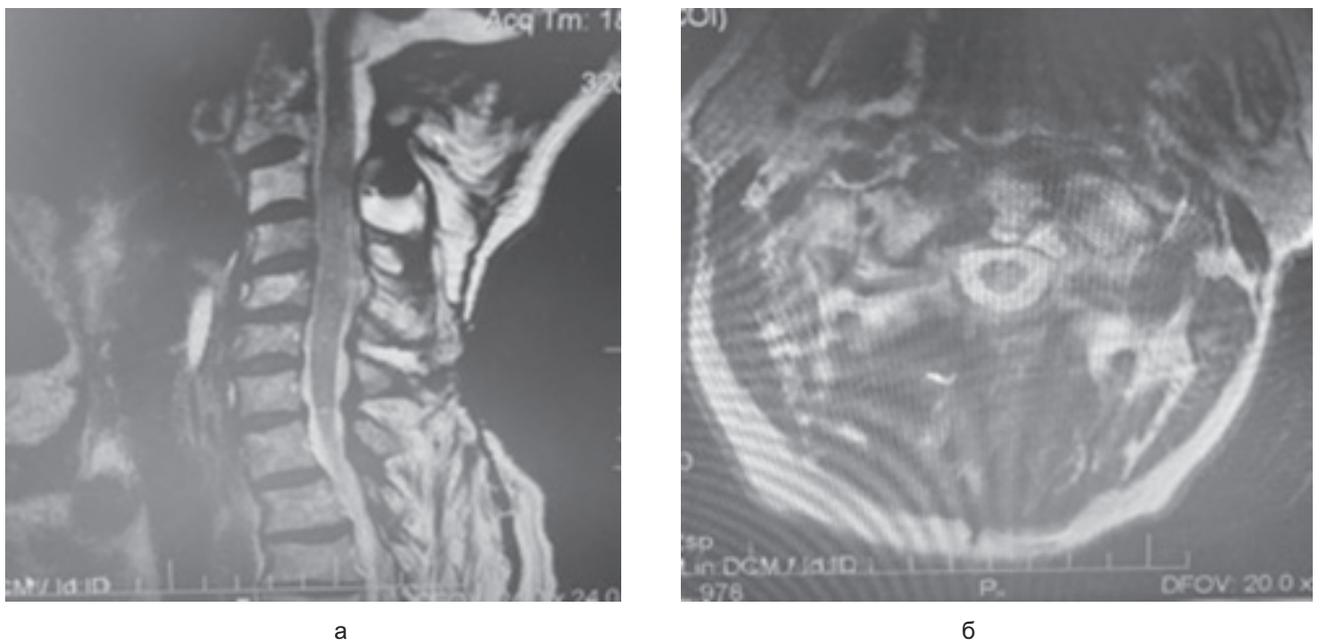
Контрольная T2-взвешанная МРТ шейного отдела позвоночника после проведения курса ДЛТ СОД-27.5 Гр: а — сагиттальная проекция; б — аксиальная проекция
